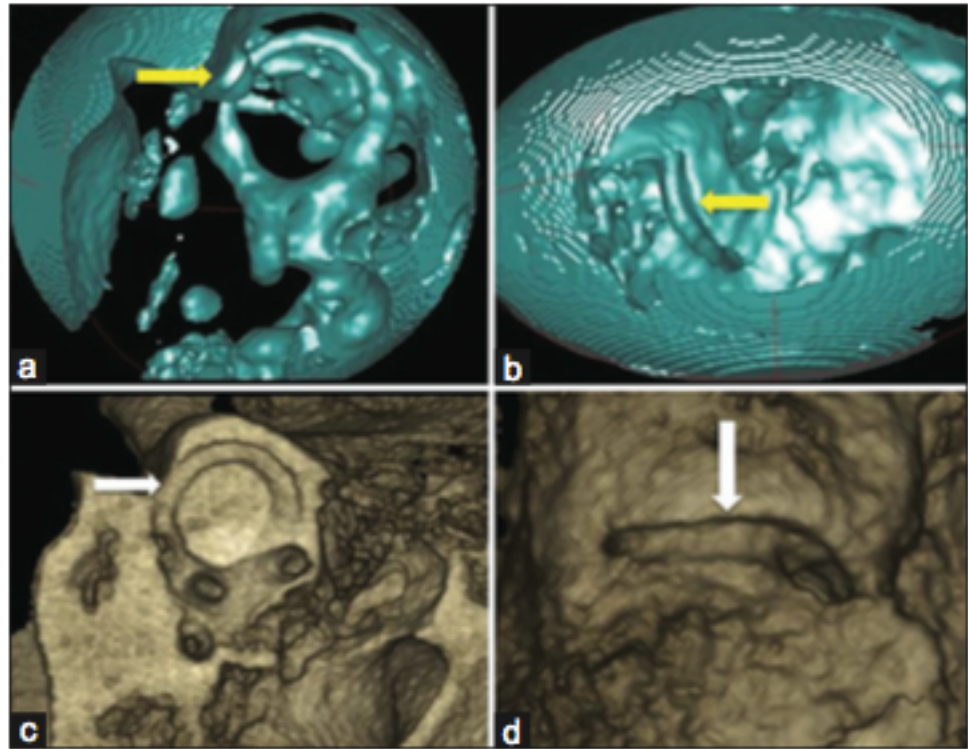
TAC de feixe cônico de uma deiscência do canal semicircular superior (setas) (a) vista sagital, (b) vista endocraniana, (c) vista sagital oblíqua em exame de volume ósseo, (d) vista superior em exame de volume ósseo⁽²²⁾.
